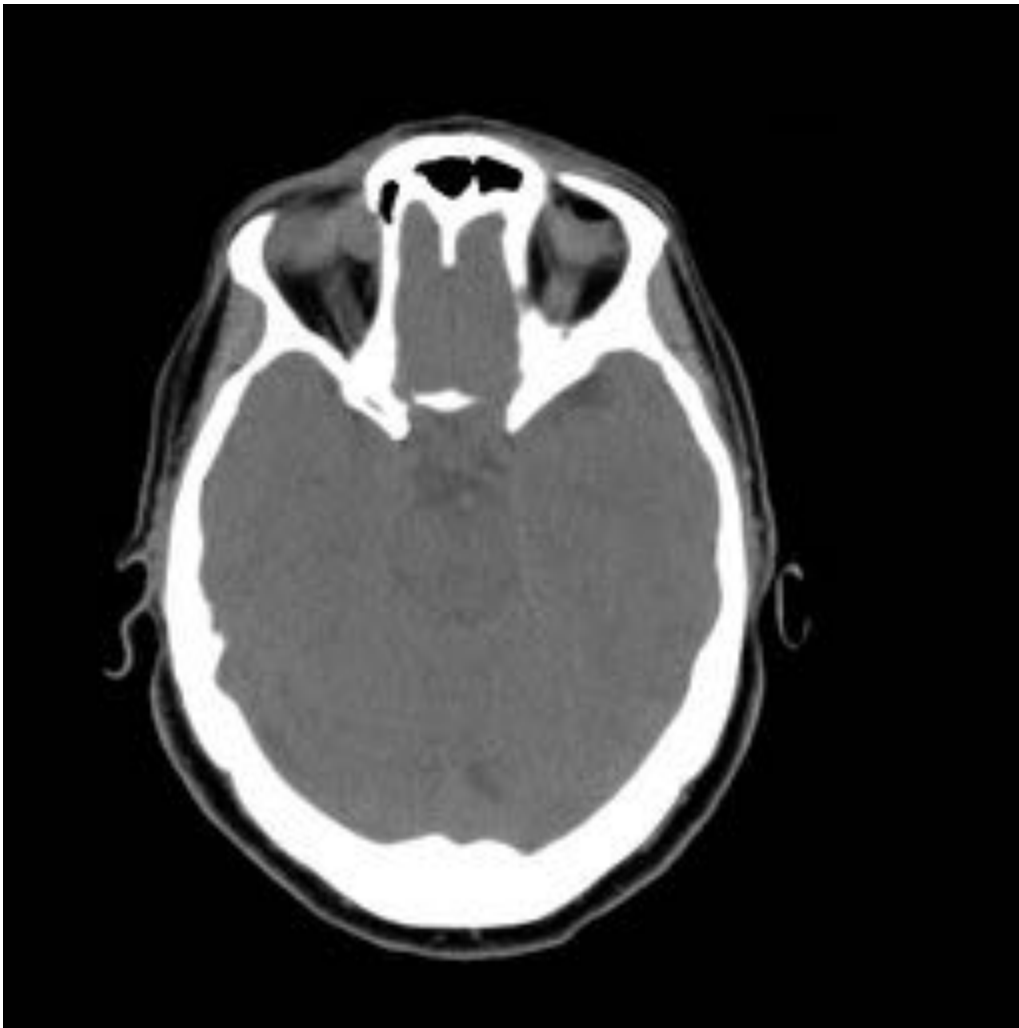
TC sin contraste: muestra una lesión ovalada, bien delimitada, postseptal e intraconal, ocupa la vertiente anterior y superointerna de la órbita. Es hipodensa de forma homogénea.
